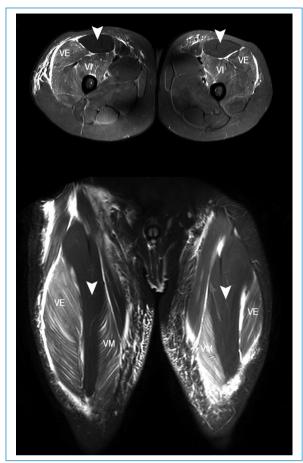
RM en cortes axial y coronal en secuencia STIR y T1 de ambos muslos. (A) Se evidencia edema muscular difuso bilateral a predominio del compartimiento anterior de ambos muslos, respetando los músculos rectos femorales (puntas de flecha). (B) Se asocia a escaso líquido laminar adyacente en relación a la fascia muscular superficial y cambios edematosos del tejido celular subcutáneo (flechas rellenas). VE: vasto externo; VI: vasto intermedio; VM: vasto
